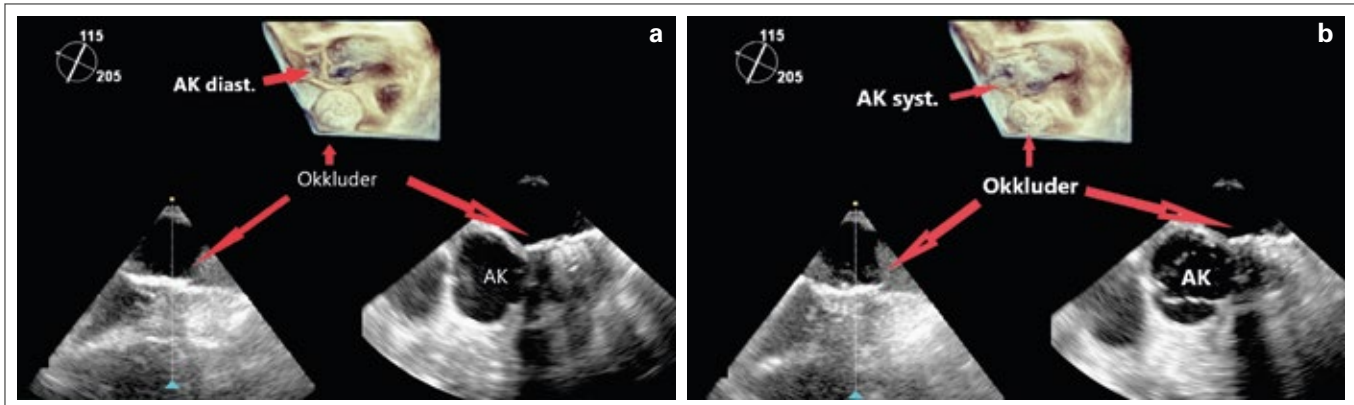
(a, b): Transösophageale 2D-Echokardiographie (unten) und 3D (oben), Darstellung eines implantierten Occluders im Verhältnis zur Aorta.
